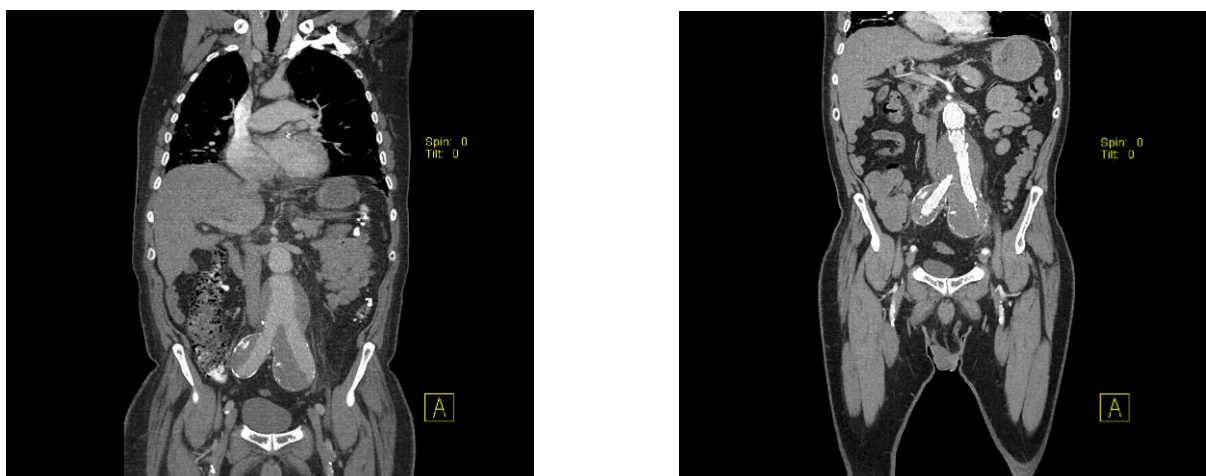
Präoperative (links) und postoperative (rechts) CTA- Aufnahme eines Patienten mit infrarenalem BAA und beidseitigen Iliakalaneurysmata (Quelle: elektronisches Bildarchiv des Universitätsklinikums Regensburg).
